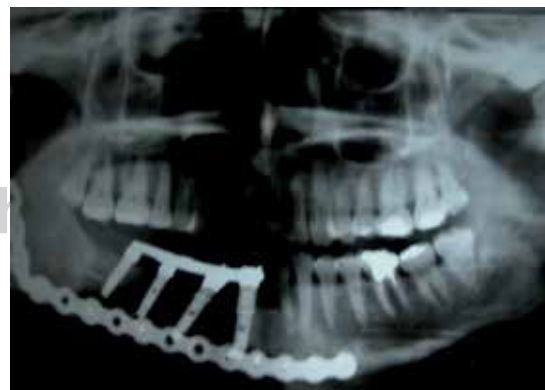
Ortopantomografía de control donde se observa el colgajo libre de cresta iliaca, placa de reconstrucción y cuatro implantes dentales inmediatos.
